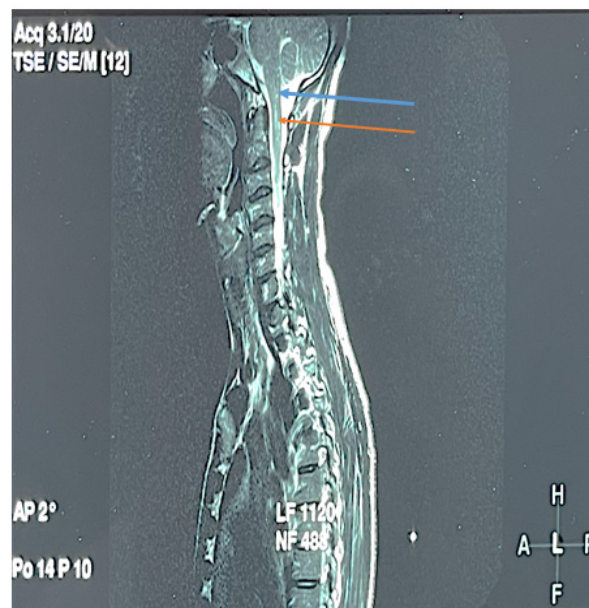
IRM cérébro-médullaire
